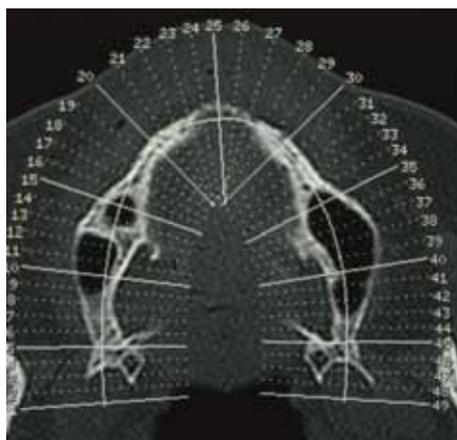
Atrofia maxilar severa. Estudio mediante TAC. A) Corte axial. B) Corte panorámico.
